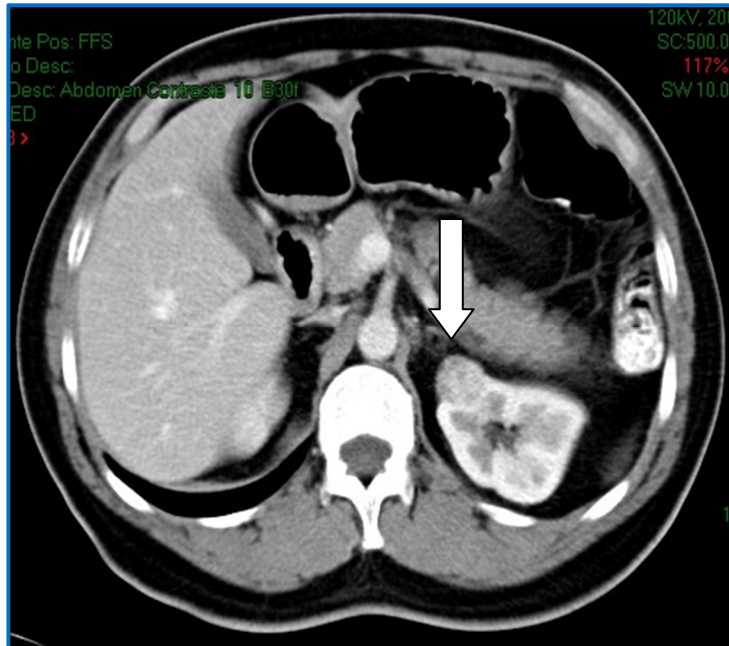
Tumor renal izquierdo. TC con medio de contraste.
